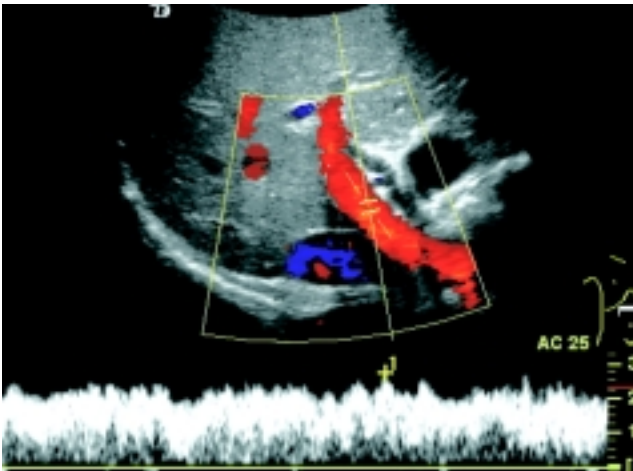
Porta normal. Ultrasonido Doppler color del hilio hepático en el cual se identifica permeabilidad de la porta con transmisión del movimiento respiratorio en la onda espectral, con flujo de tipo petal y velocidad dentro de límites normales.
